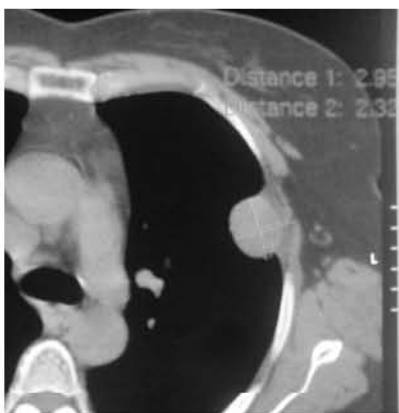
Imagen por TC con ventana para mediastino de NPS periférico, identificamos reglas de medición que marcan el tamaño del nódulo en sus ejes principales.
